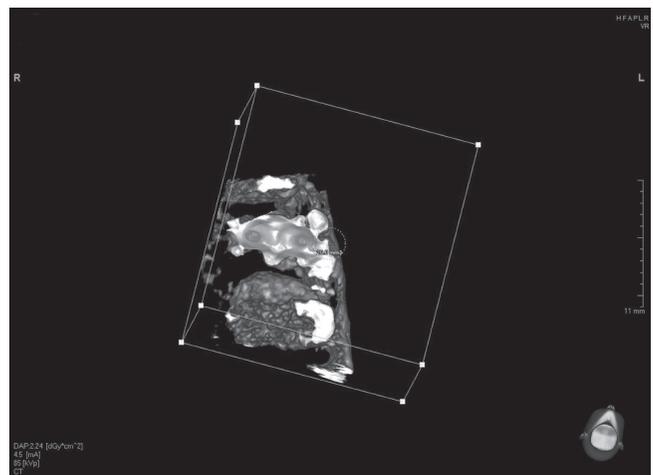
Трехмерное рентгенологическое исследование в области зуба 2.4
